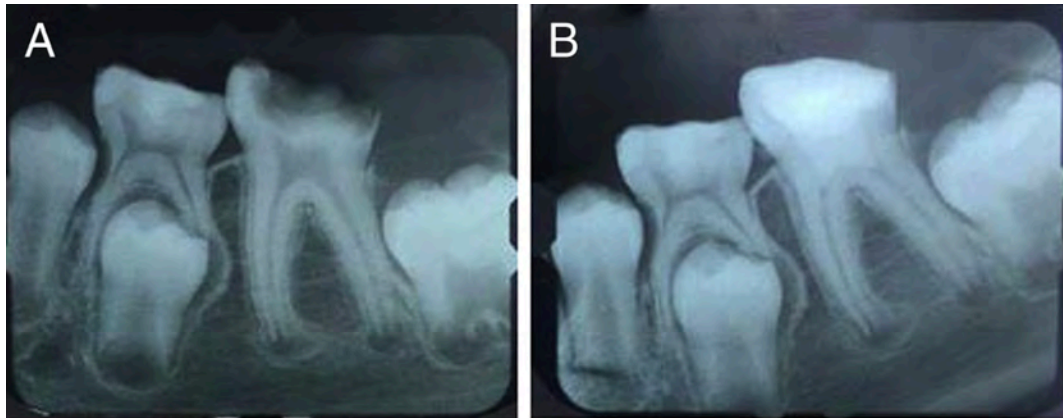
Radiografía de diente 36 con diagnóstico de pulpitis irreversible y raíces inmaduras (a), radiografía postoperatoria de pulpotomía total con biodentine.<sup>76</sup>
